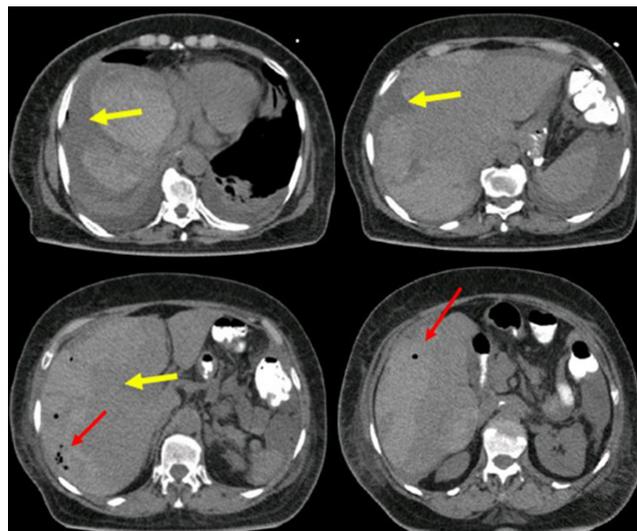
Tomografía axial computarizada de abdomen con contraste. Hematoma subcapsular hepático 206×150×70; volumen: 1168 cc (flecha amarilla), con líquido libre en la cavidad y presencia de neumobilia (flecha roja).
